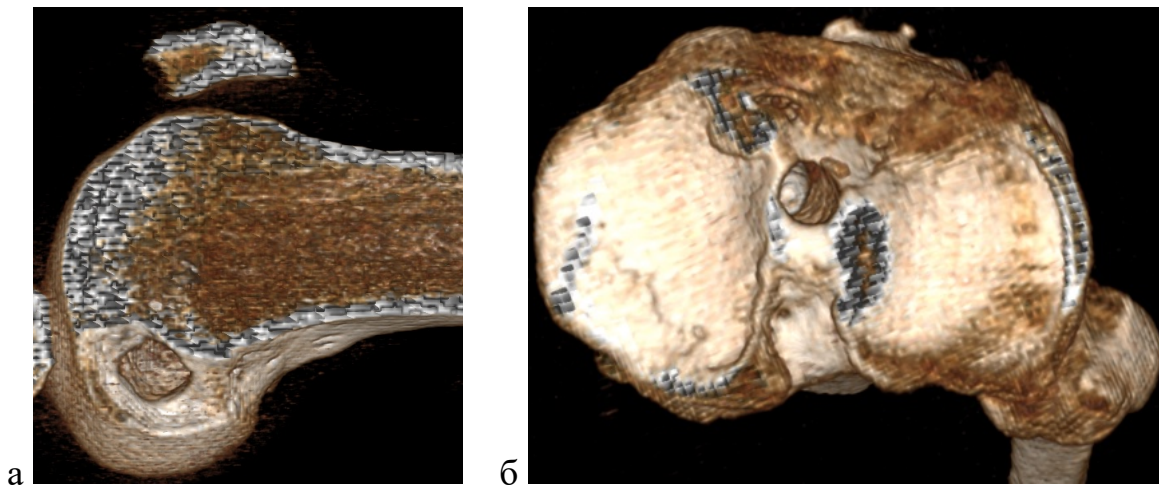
Компьютерная томография коленного сустава (3D реконструкция) пациента Н. Визуализация положения интраартикулярных апертур послеоперационных туннелей: а – в бедренной кости; б – в большеберцовой кости (собственное наблюдение)
